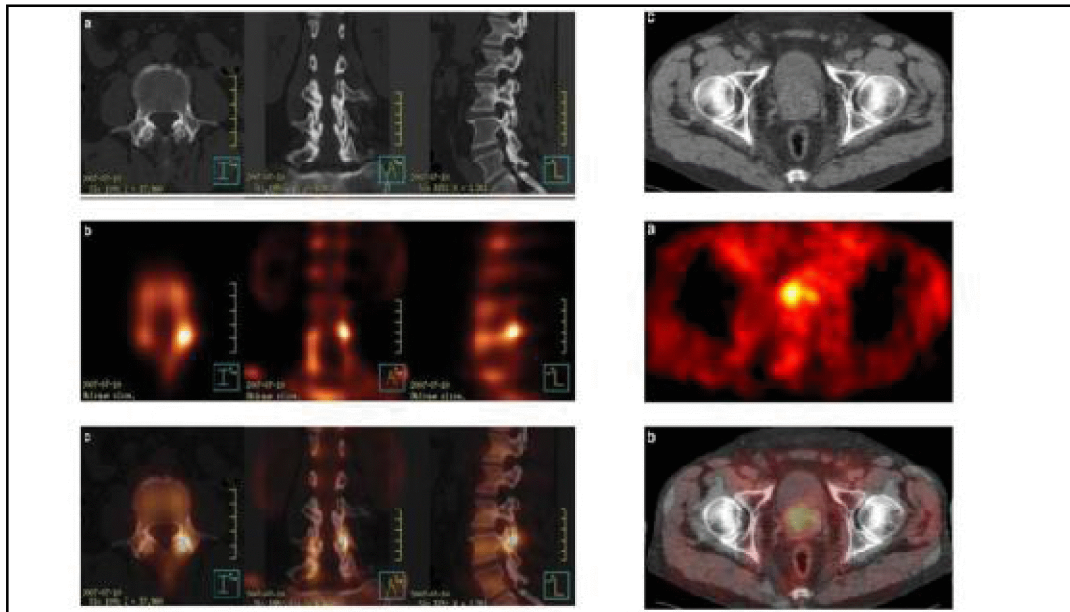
Exemples de fusions multimodales IRM/TEP
